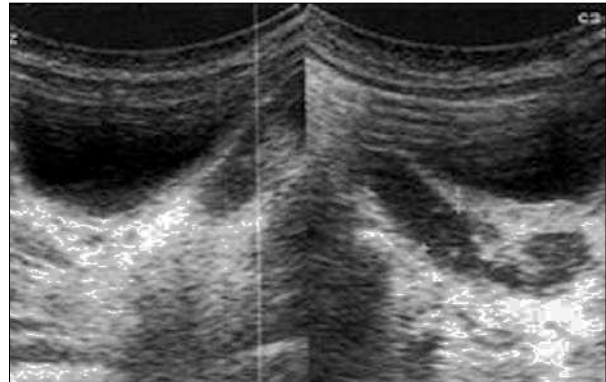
Ecografía de uréter izquierdo dilatado con múltiples glóbulos ecogénicos en su interior.
